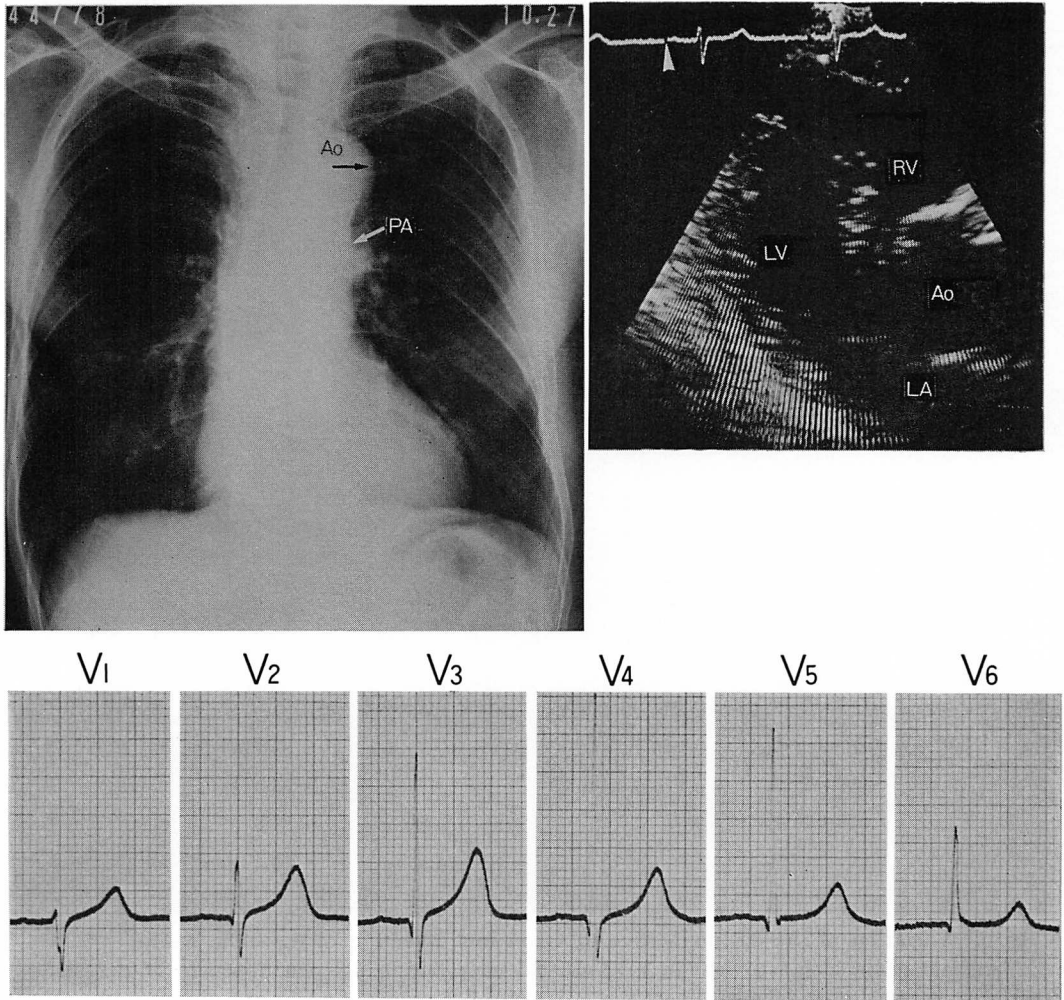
A chest radiograph, long axis view and precordial leads of a 69-year-old male with hypertension.
